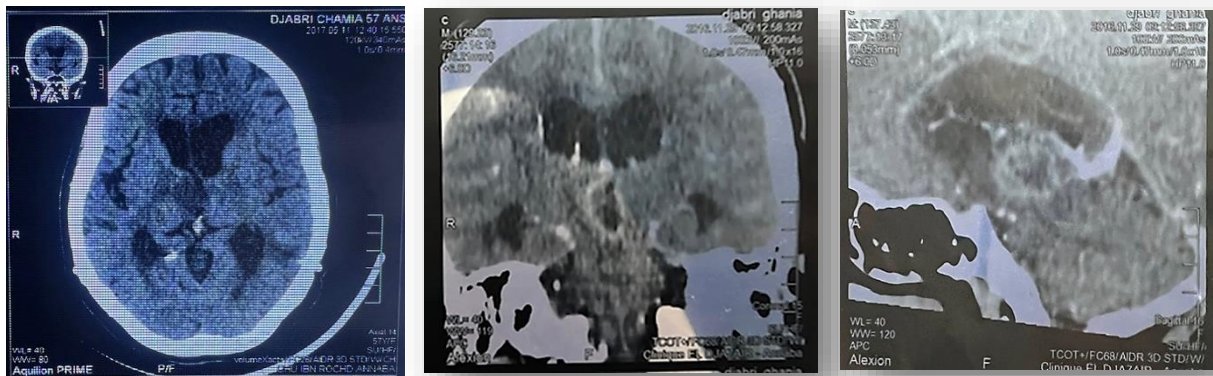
TDM cérébrale de la patiente 1
